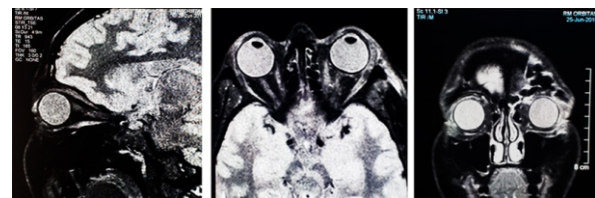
En la RM de órbita, tanto en el corte Sagital, Frontal y transversal, se aprecia que la región intraconal está libre de tumor, con presencia de tejido cicatricial sin compresión del globo ocular. En el corte Coronal (imagen de la derecha) se aprecia: Craneotomía frontal izquierda y secuela postquirúrgica del techo de la órbita izquierda, con elementos metálicos de fijación y prótesis.
